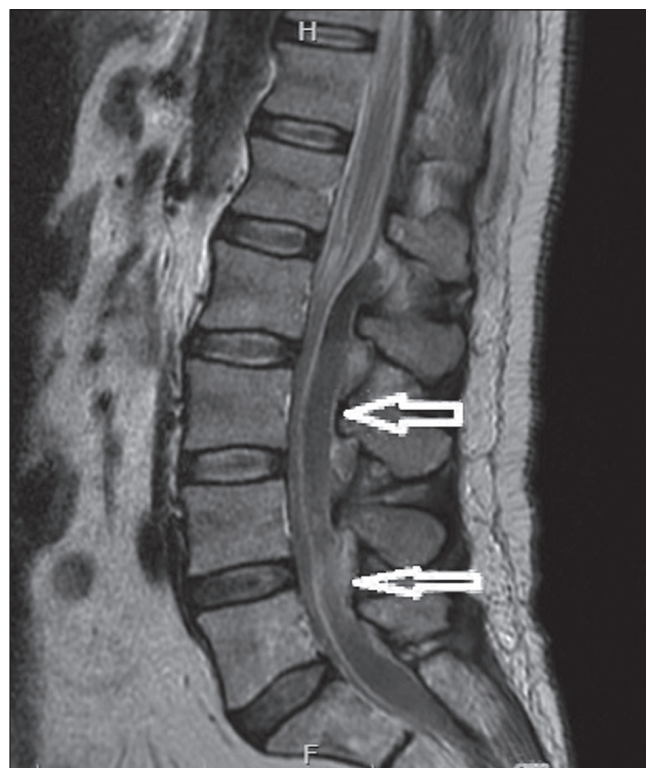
МРТ поясничного отдела (сакитальная проекция). Стрелки – объемное эпидуральное образование на уровне $L_{II}-S_{II}$.
